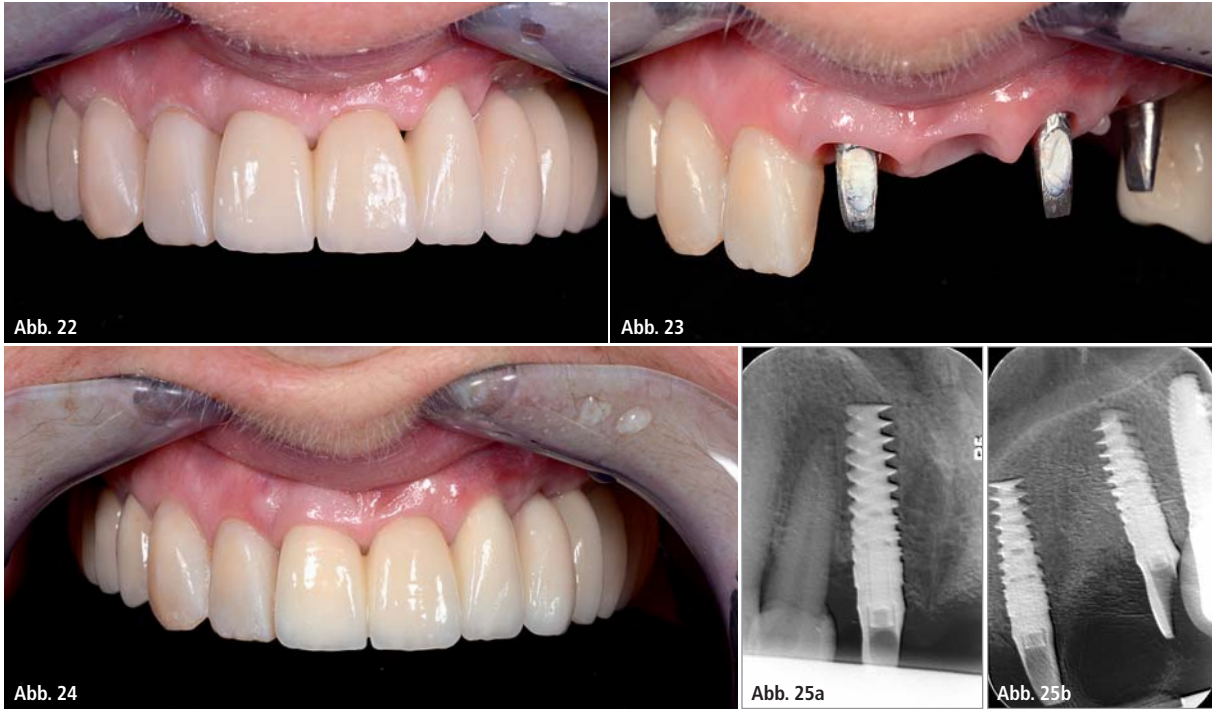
Endergebnis vor schwarzen Hintergrund, acht Wochen postoperativ. – Abb. 23: Endergebnis Schleimhaut mit endgültigen Abutments, sechs Monate postoperativ. – Abb. 24: Endergebnis, sechs Monate postoperativ. – Abb. 25: Röntgenologische Kontrolle nach sechs Monaten.
